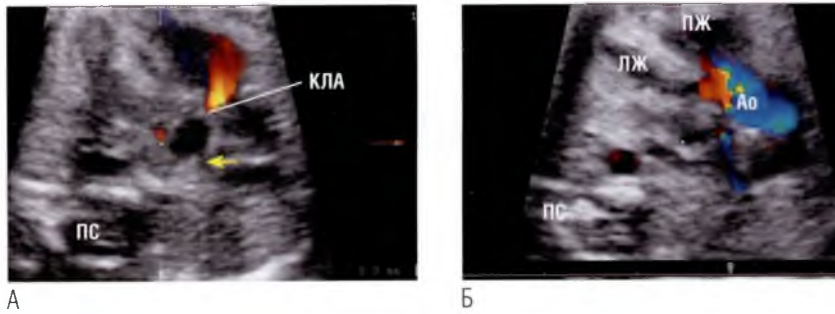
Плод в гестационном возрасте 23 недели. Представлены два томографических ультразвуковых среза из заданного «сердечного объема». (А) Срез краниальнее устья аорты (Ао). Определяются легочный ствол и выраженная регургитация на клапане легочной артерии (КЛА), створки которого утолщены. Диаметры легочных артерий (одна из них указана стрелкой) несколько уменьшены по сравнению с нормой. (Б) Видны выводной тракт левого желудочка и устье аорты, расположенной выше наджелудочкового гребня. Такое сочетание признаков характерно для классической формы тетрады Фалло, а признаков агенезии клапана легочной артерии нет (см. рис. 3.23). ЛЖ — левый желудочек; ПЖ — правый желудочек; ПС — позвоночный столб.
